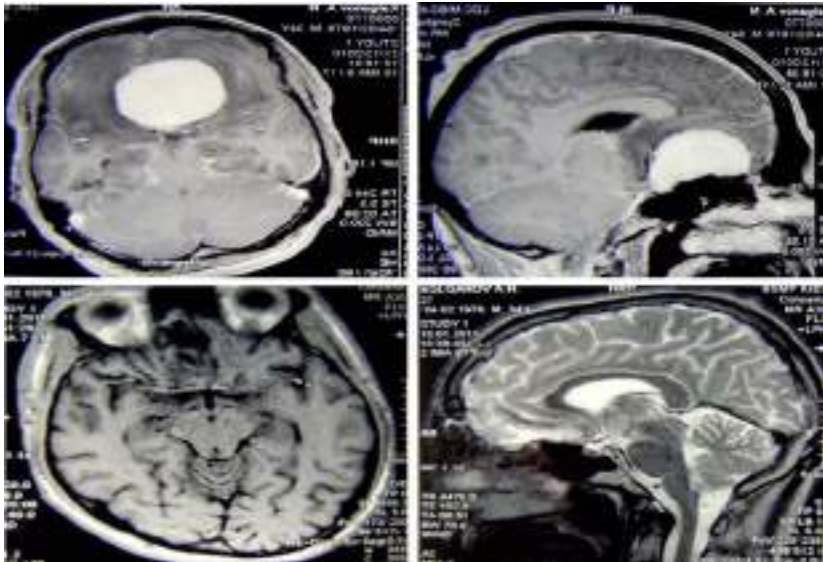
МРТ до- та після хірургічного лікування (менінгіома риноольфакторної ямки)
